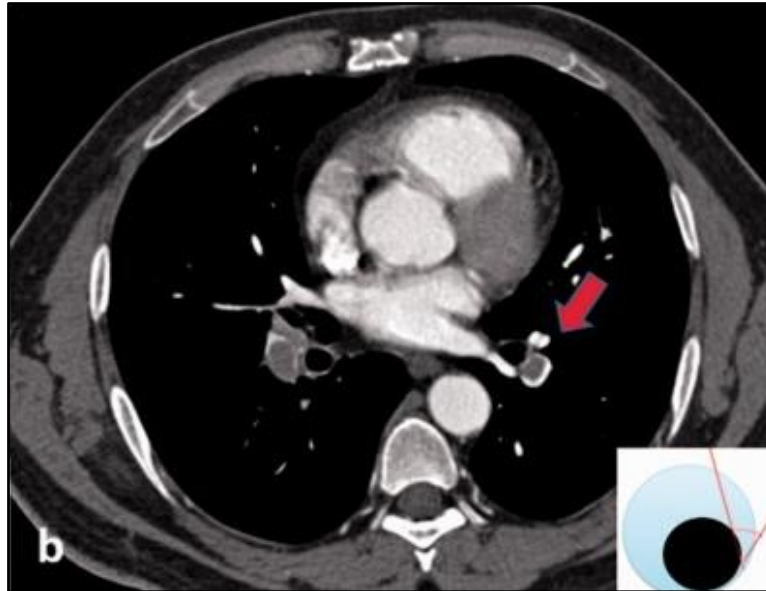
Angiotomografía computarizada de tórax con contraste, corte transversal. Hipocaptación en la periferia del vaso que corresponde a un émbolo, formando un ángulo agudo con la pared arterial en el TEP agudo. Imagen tomada y traducida de la revista *Pulmonary Circulation*, volumen 10, número 1, "The filling defect of pulmonary artery, an imaging finding what we should know". (50)
